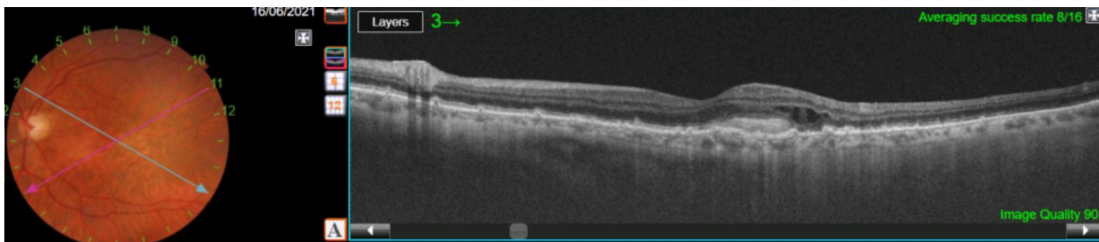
Tomografía de coherencia óptica II. MNV tipo II con fluido intrarretiniano. *Figura original.*
